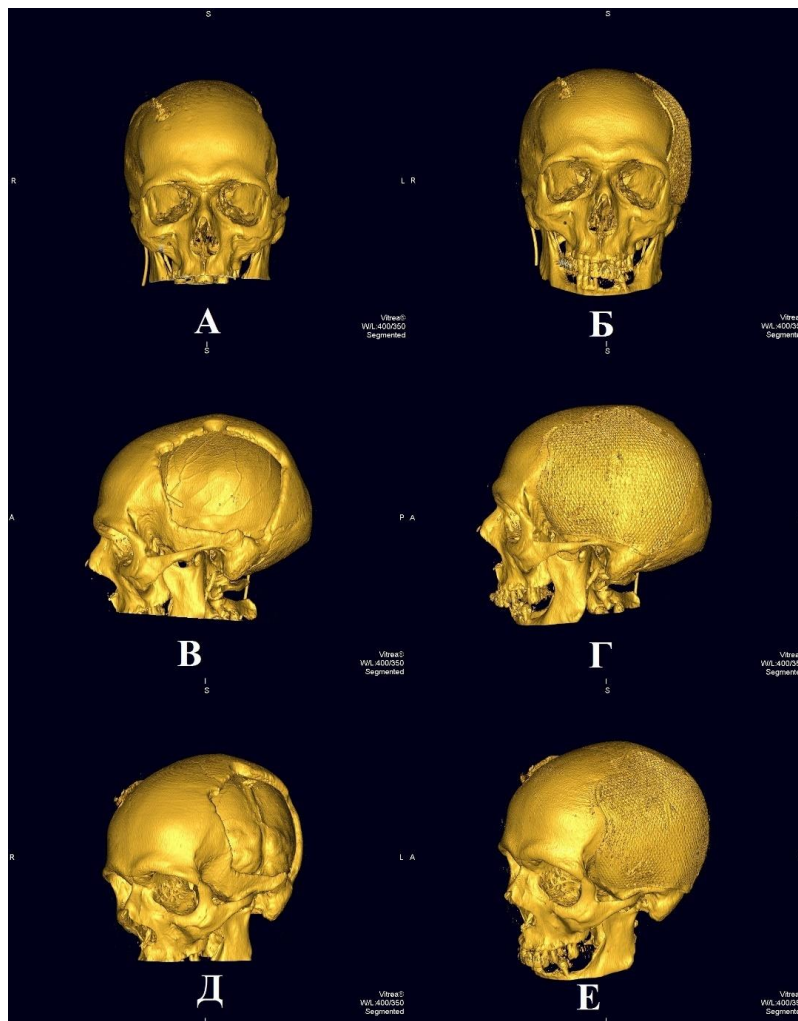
МСКТ черепа больного в 3D реконструкции. А, В, Д – до операции, после операции - Б, Г; Е
